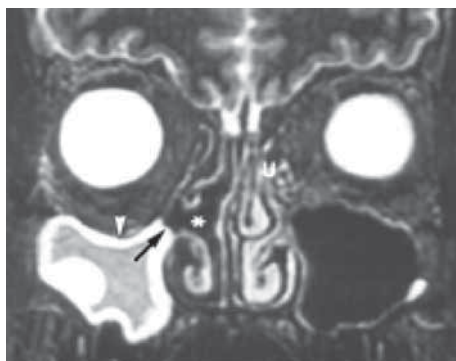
Магнитно-резонансная томограмма больного 39 лет, страдающего диплопией. Размерная стрелка – орбитальная стенка; стрелка – крючковидный отросток; звездочка – расширенный средний носовой ход.
